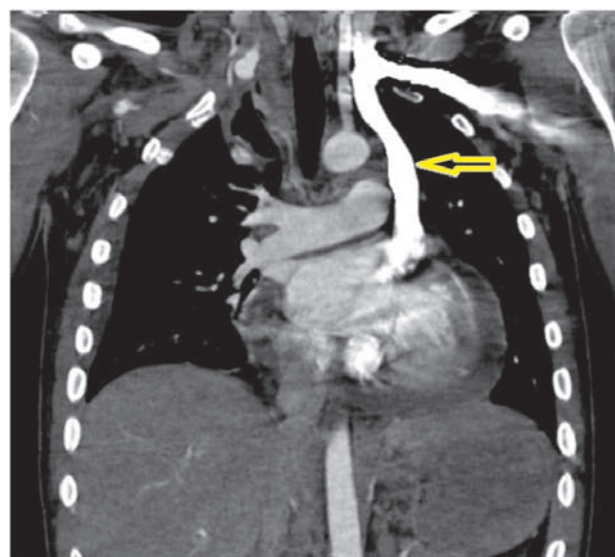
Компьютерная томография (фронтальная проекция) сосудов грудной клетки, с выявленной аномалией - наличие персистирующей левой верхней полой вены (показана стрелкой).
